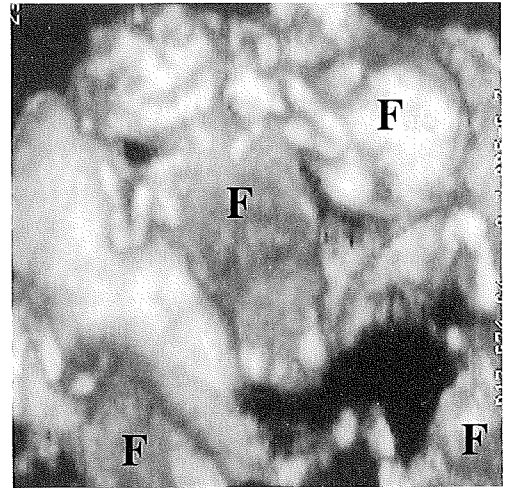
妊娠 16 週の 4 胎妊娠の 3 次元超音波像
